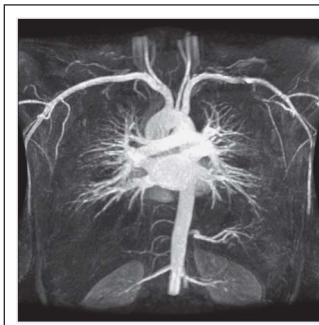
Übersichts-Magnetresonanztomographie von linkem Vorhof, Pulmonalvenen, Pulmonalarterienhauptstämmen und Aorta in koronarer Schnittebene. Normale Anatomie mit 4 Pulmonalvenen.
